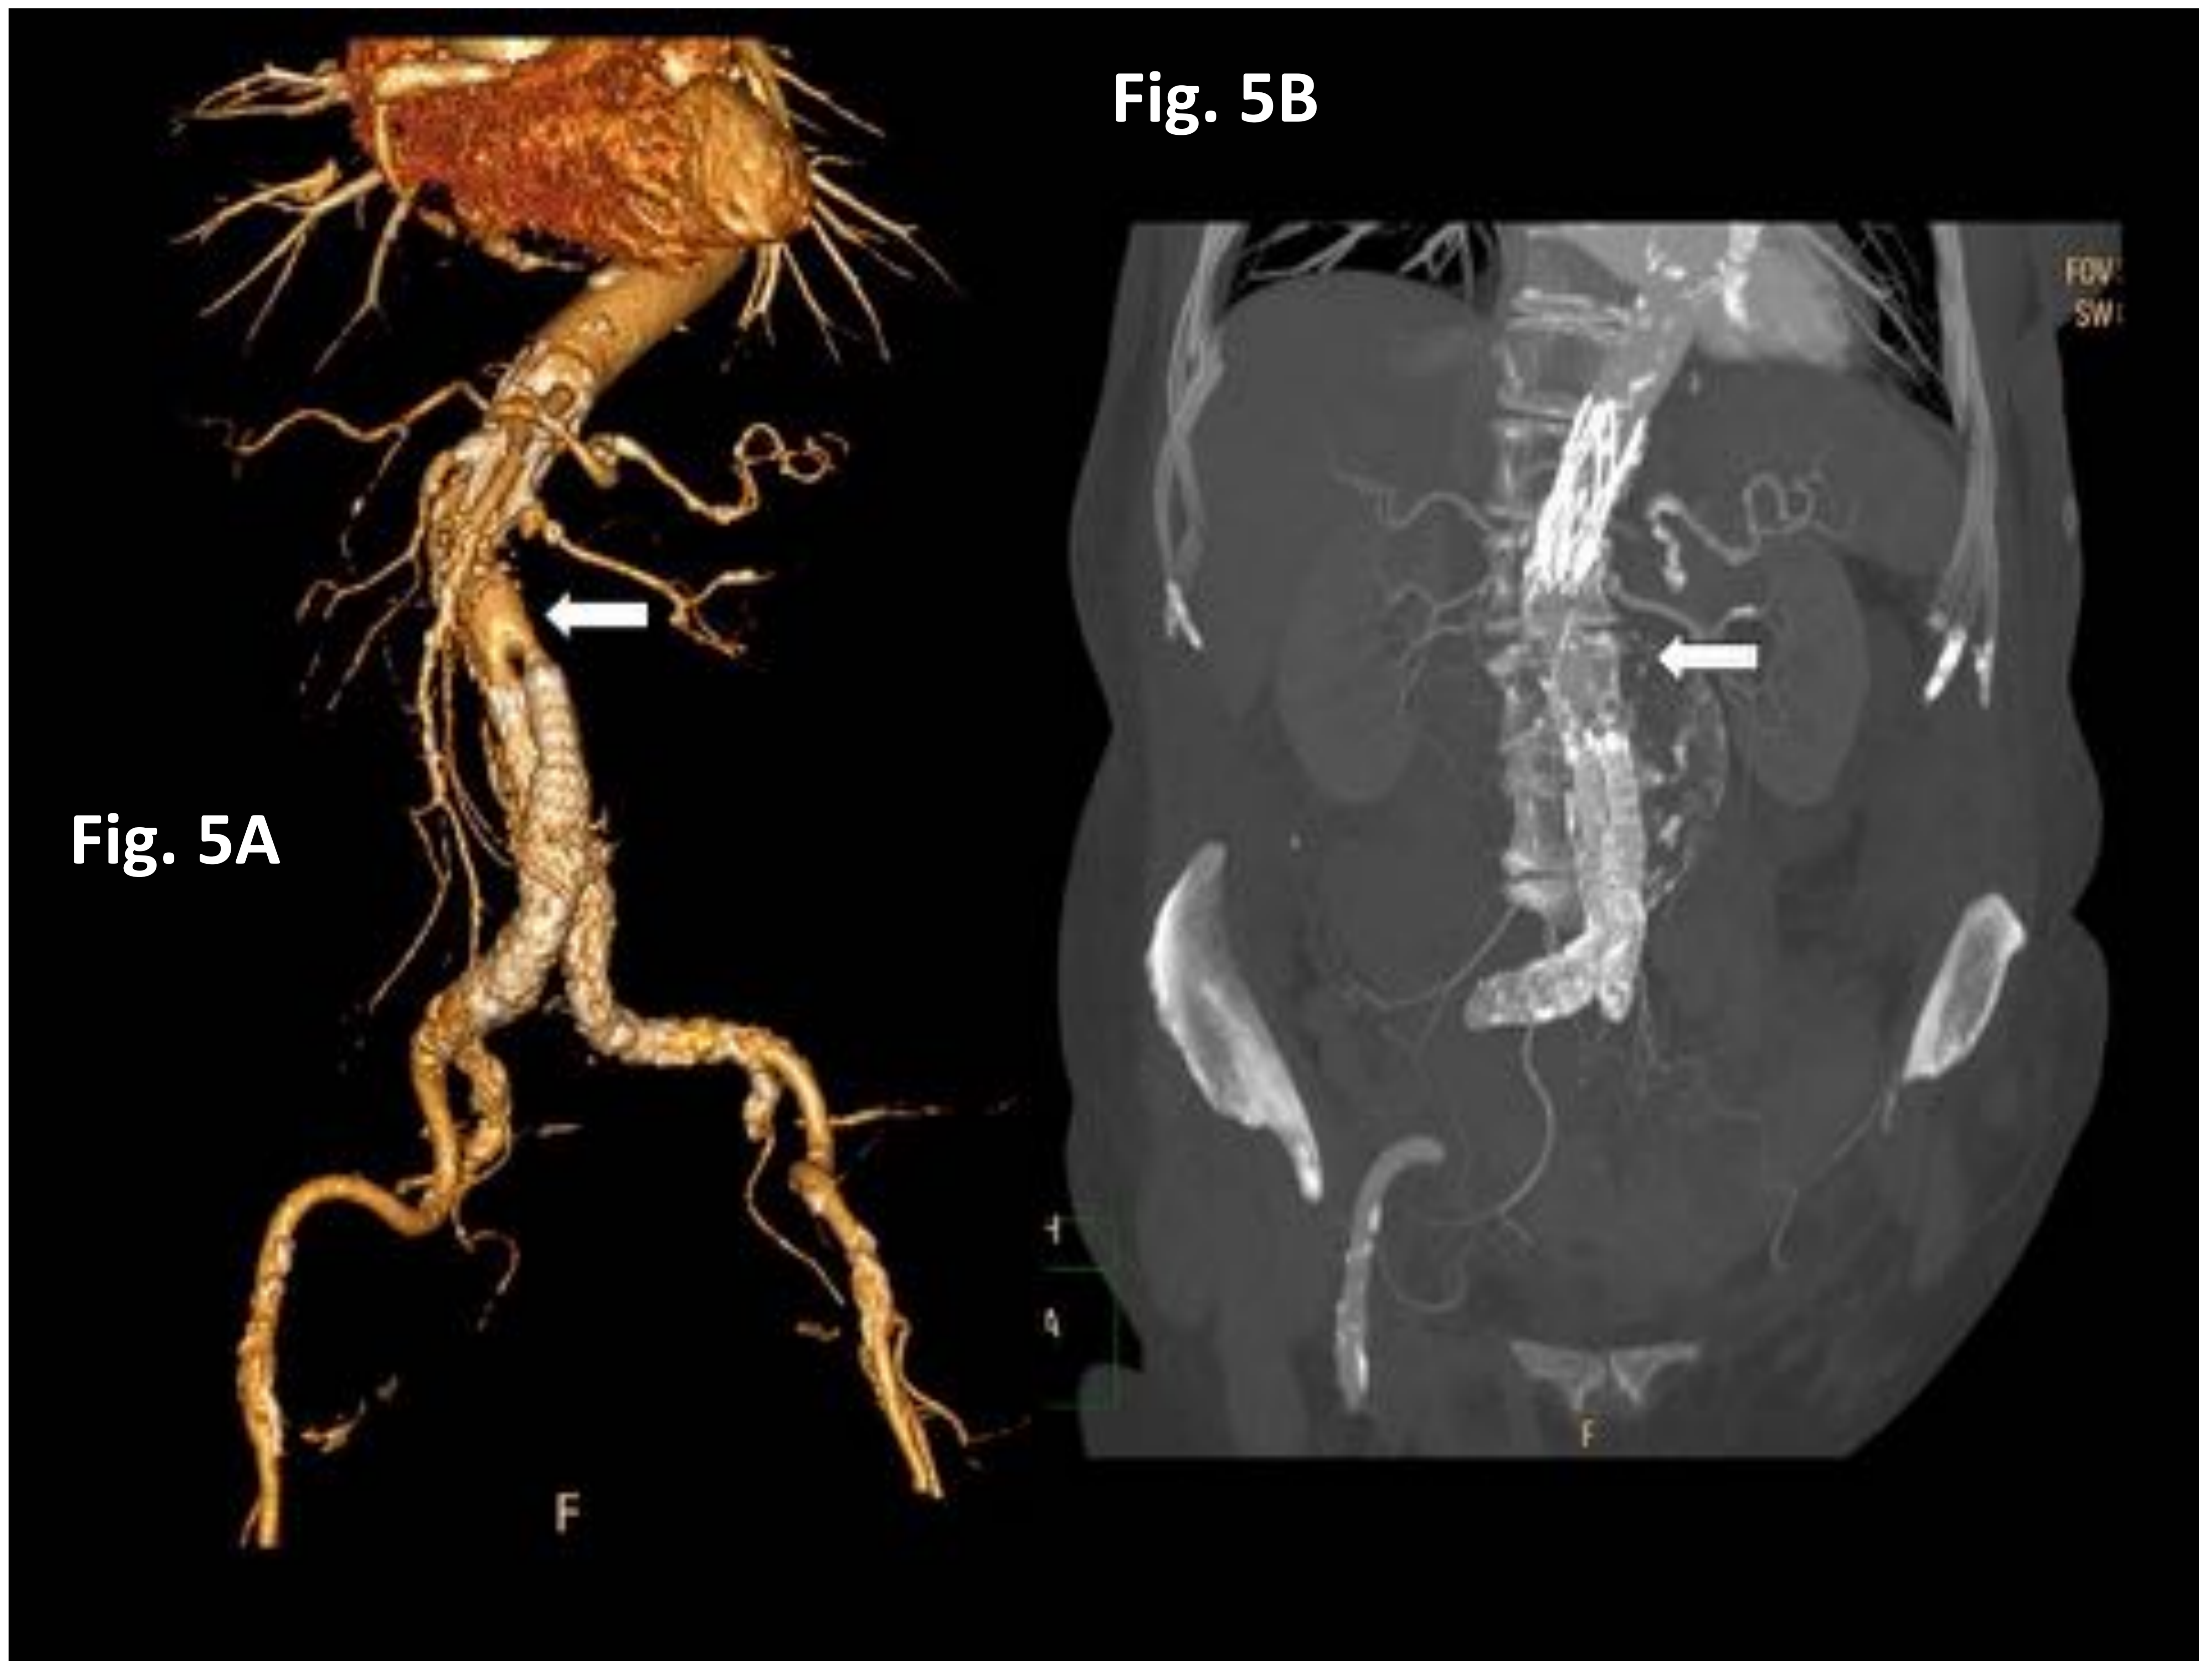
Endoprótesis OVATION IXTm que simula una endofuga Tipo III. A) VR y B) reconstrucción coronal MIP de angio-TC de aorta abdominal. Se visualiza un fragmento de plástico (flecha) próximo al stent que simula una disrupción del componente metálico.
